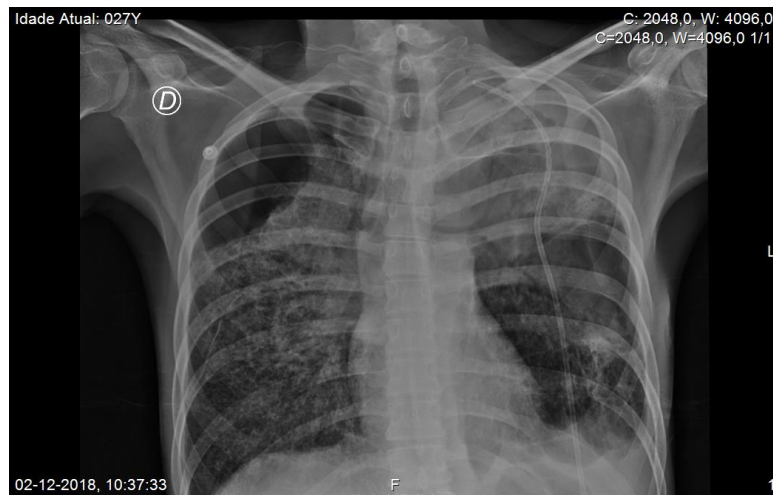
Radiografia de tórax. Pneumotórax à direita, onde se observa uma linha de reflexão pleural visceral. Parênquima pulmonar com padrão intersticial micronodular (2-12-2018).
